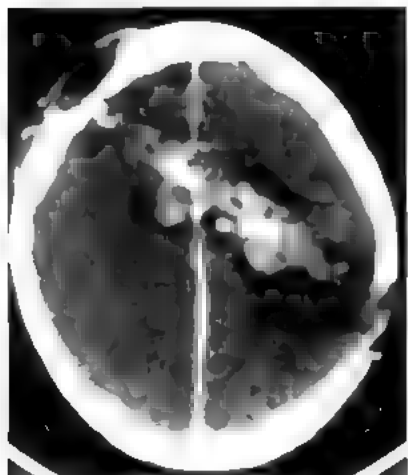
Огнестрельное сквозное черепно-мозговое ранение: КТ выявляет кровоизлияния и костные фрагменты по ходу раневого канала (раненая выжила)
